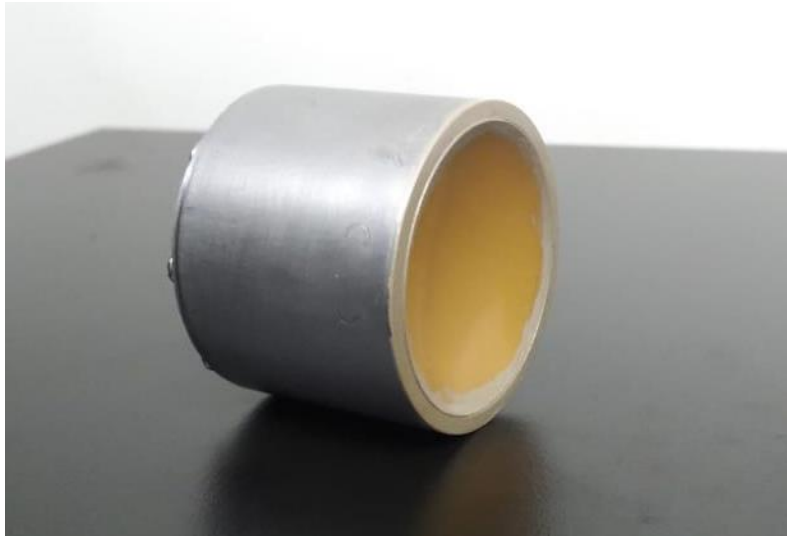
Foto do transdutor ultrassônico focalizado utilizado nos experimentos de APE. Este transdutor foi desenvolvido no próprio laboratório a partir de um disco de PZT 4 de formato semiesférico com diâmetro de 40,0 mm, com um foco a 50 mm de comprimento e frequência de ressonância f_r 3,16 MHz.
